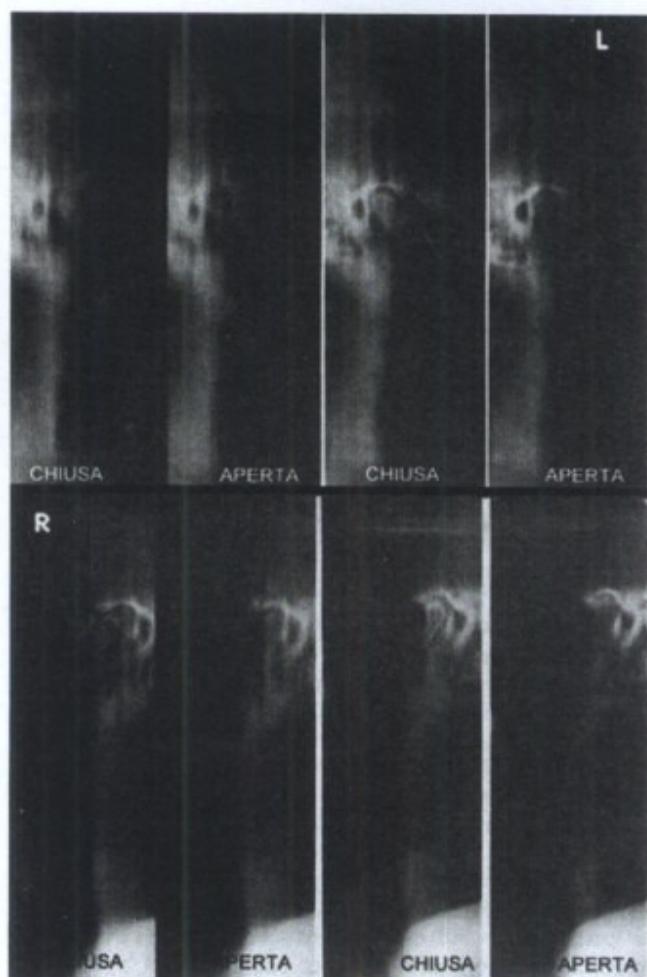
Post-treatment plain tomography.
